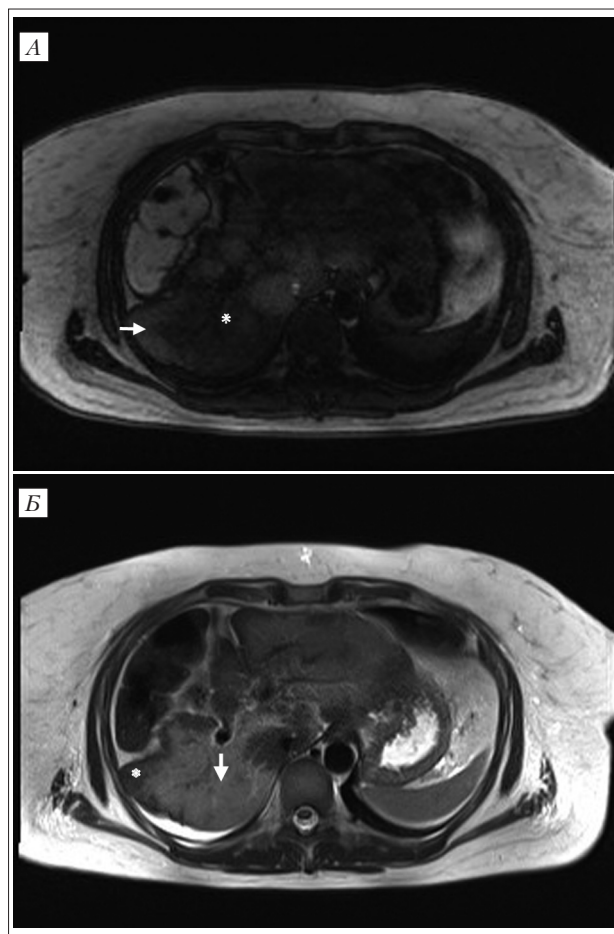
МРТ органов брюшной полости с контрастным усилением. Неоднородный МР-сигнал от печени: на T1-взвешенных изображениях определялся гипоинтенсивный МР-сигнал от центральных (звездочка) и гиперинтенсивный МР-сигнал (стрелка) от периферических отделов печеночной паренхимы (А), тогда как на T2-взвешенных изображениях, напротив, наблюдался гиперинтенсивный сигнал от центральных (стрелка) и гипоинтенсивный сигнал от периферических отделов (звездочка) паренхимы (Б)
